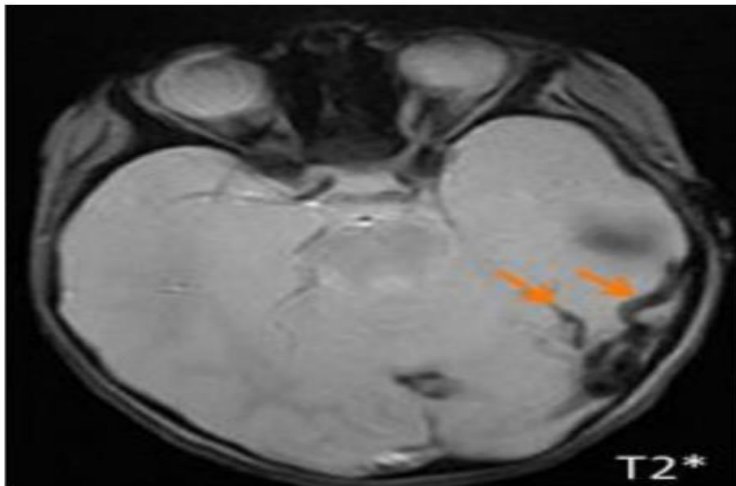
IRM cérébrale montrant un thrombus en hyposignal T2* au sein des veines corticales (flèche orange).
